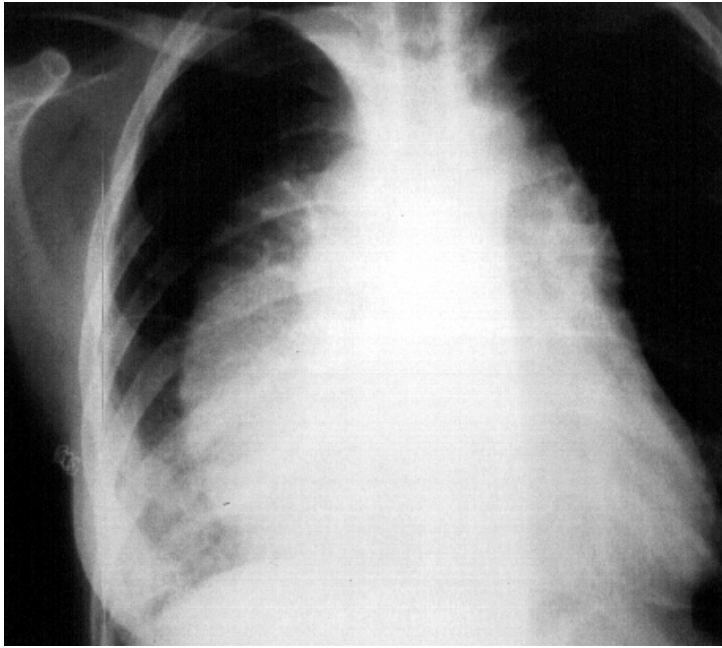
Radiografía simple de tórax PA correspondiente a una paciente de 19 años con linfoma de Hodgkin tipo esclerosis nodular donde se aprecia un ensanchamiento mediastínico voluminoso.
